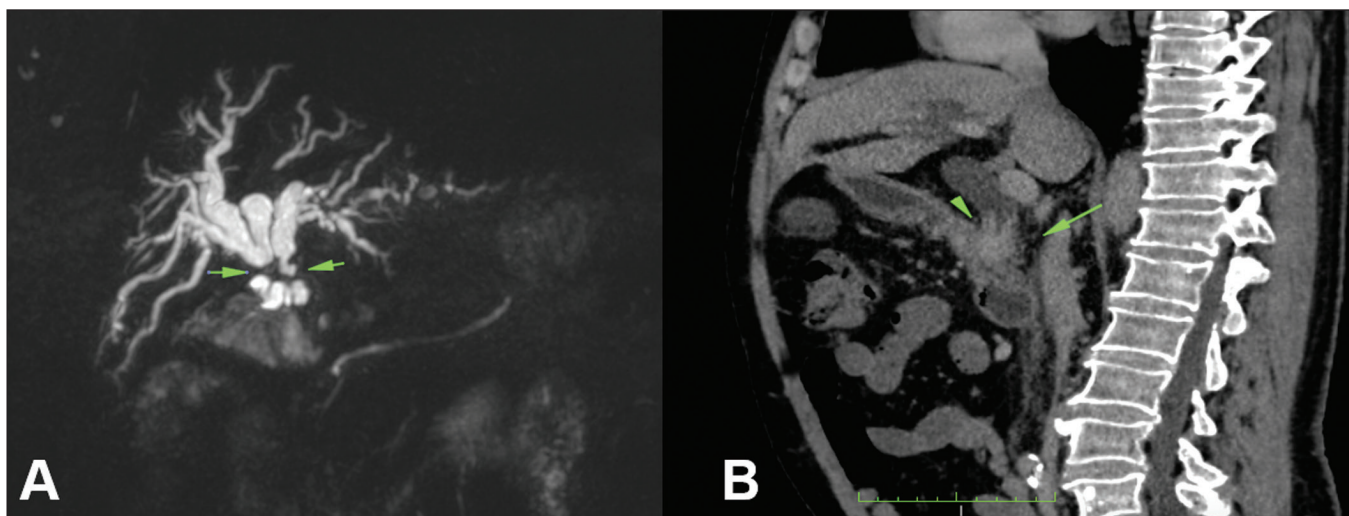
A: Paciente 7, colangiorrressonância mostra estenose Bismuth IV com extensão de 2,5 cm. B: Paciente 18, TC de abdome sagital, fase pós-contraste, mostra estenose Bismuth I com extensão de 3 cm.
